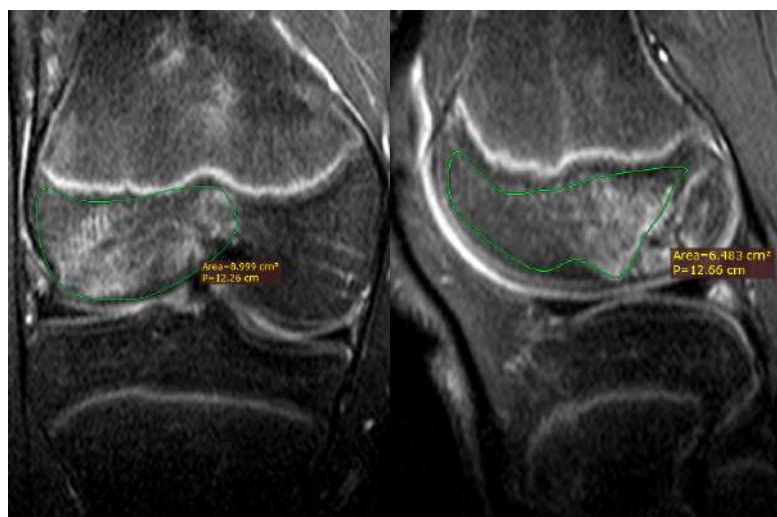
Рисунок №10. МРТ коленного сустава пациента Д., 16 лет, во фронтальной (слева) и сагиттальной (справа) проекциях в режиме PDFS.
